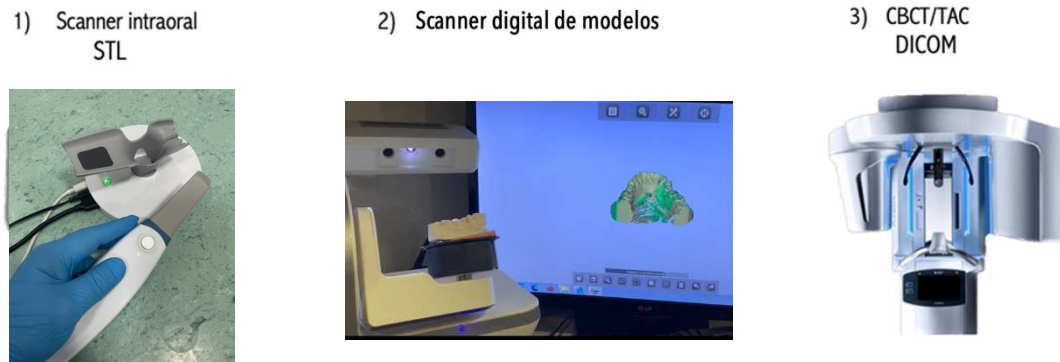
Exemplos de imagens de 1) scanner intraoral, 2) Scanner digital de modelos para criação de ficheiros STL e 3) CBCT/TAC para criação de ficheiros DICOM.
